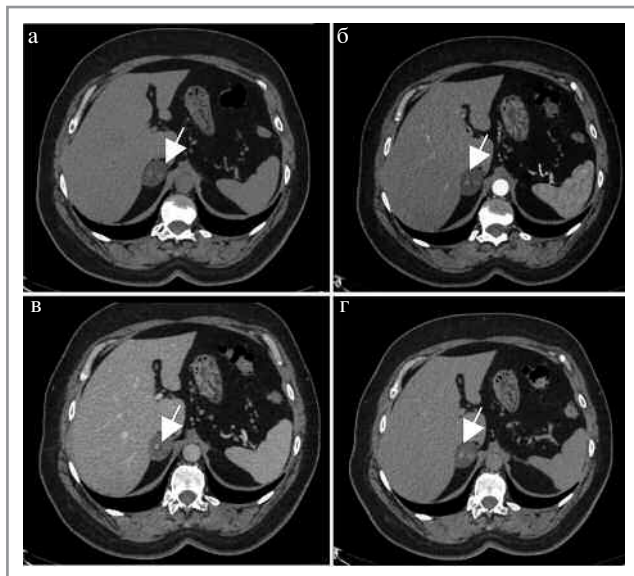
МСКТ, аксиальная проекция. Коллизионная опухоль правого надпочечника (рак в структуре аденомы). КТ-изображения в аксиальной проекции: а – НФ; б – АФ; в – ВФ; г – ОФ. В правом надпочечнике определяется округлое образование (стрелка) пониженной плотности с четкими ровными контурами, неоднородной структуры за счет наличия центрально расположенного мягкотканного включения, интенсивно накапливающего контрастный препарат, со слабым его вымыванием в ВФ и ОФ.
